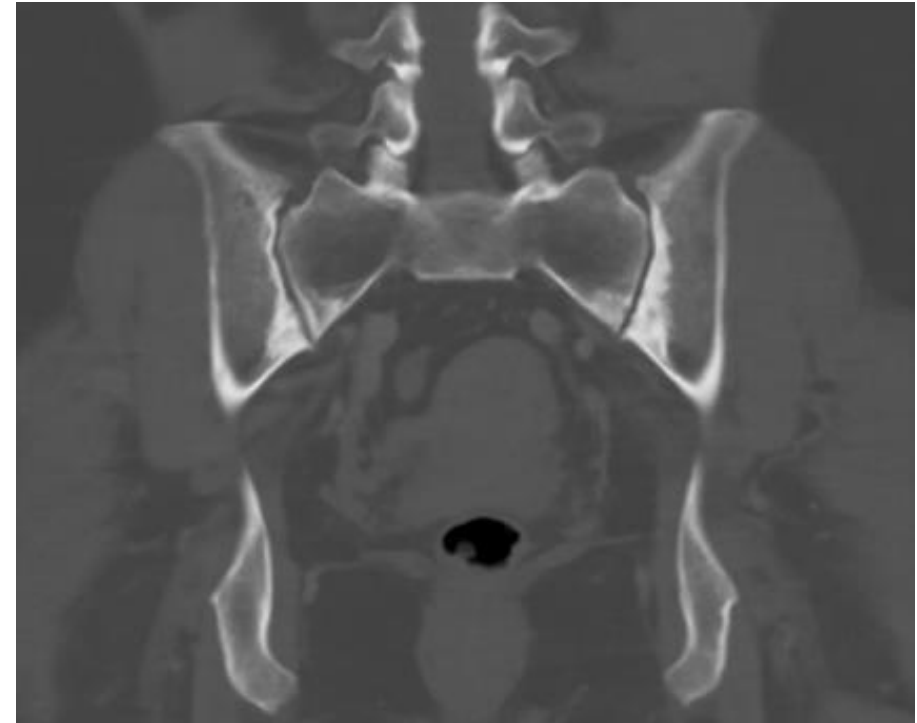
Corte axial de TC de mujer de 76 años con esclerosis subcondral y fenómeno de vacío en ambas ASI.
